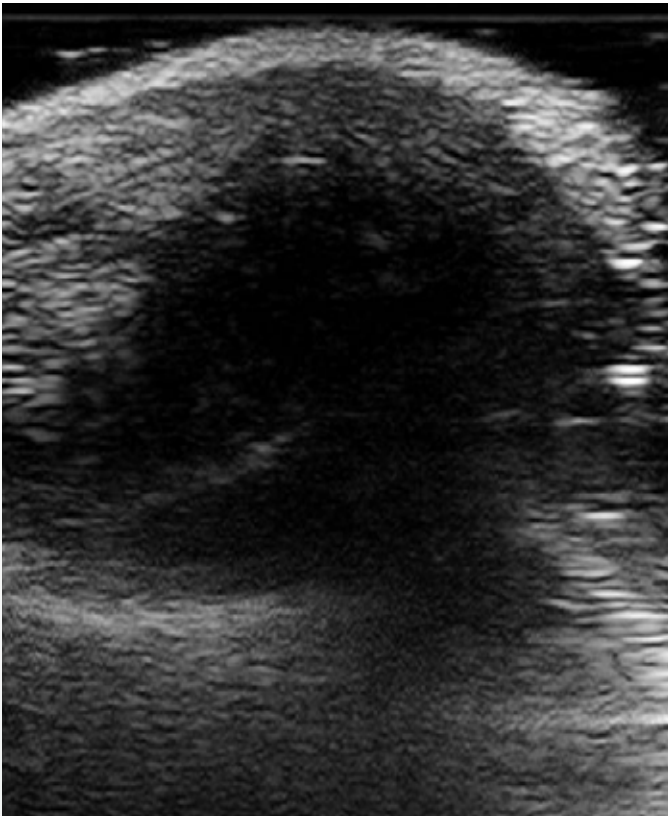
Ecografía de la lesión correspondiente a una fibromatosis digital infantil
